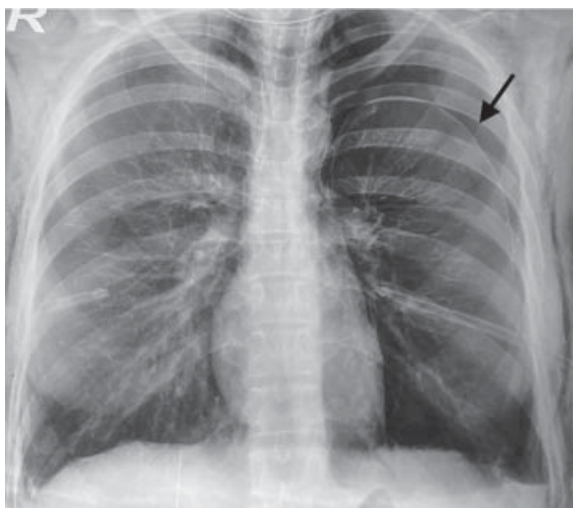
Рентгенографія ОГП хворої А — двосторонній спонтанний пневмоторакс, стан після дренивання обох плевральної порожнини
